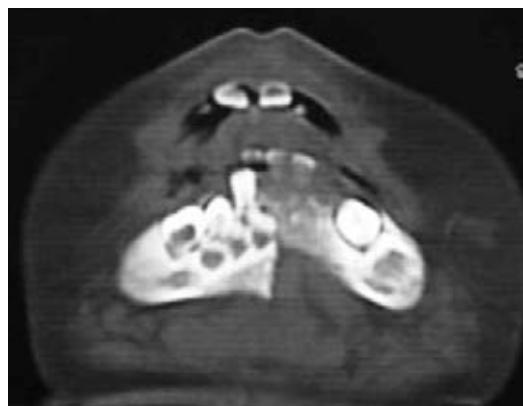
TAC donde se observa fractura desplazada.
